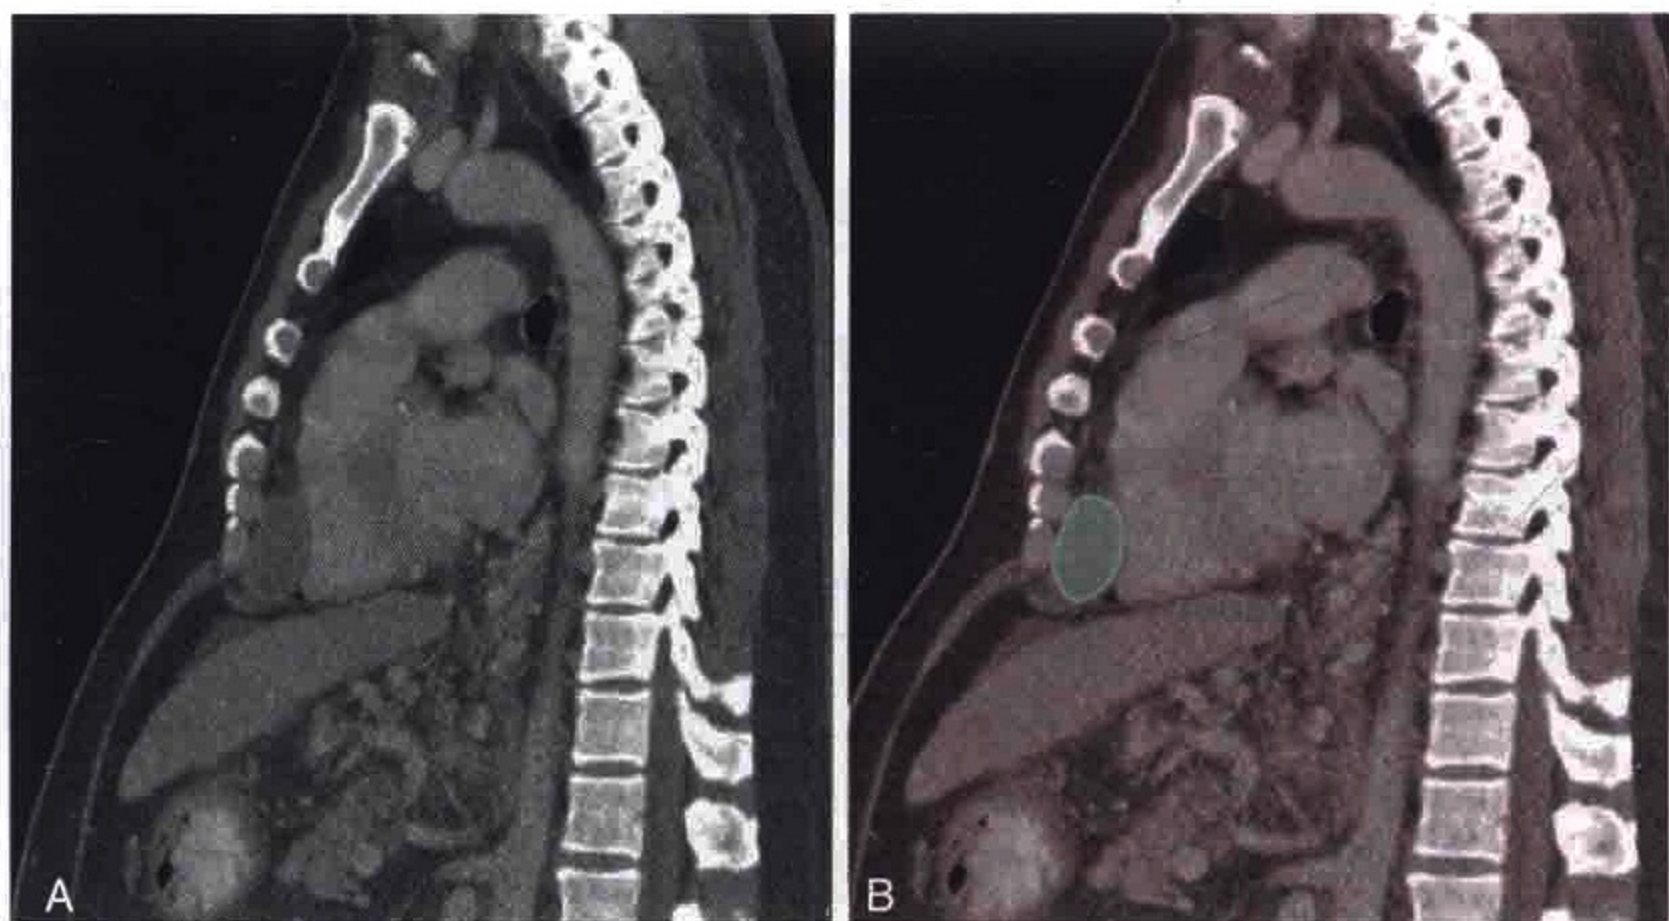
胸部及上腹部矢状位CT重建显示肝细胞癌引起心包淋巴结肿大(绿色)
